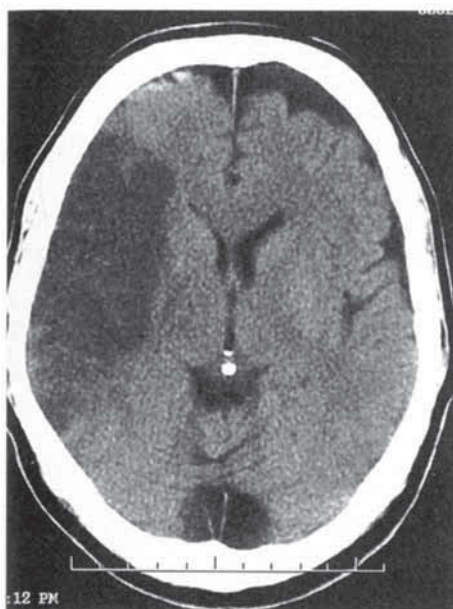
КТ при инфаркте головного мозга
